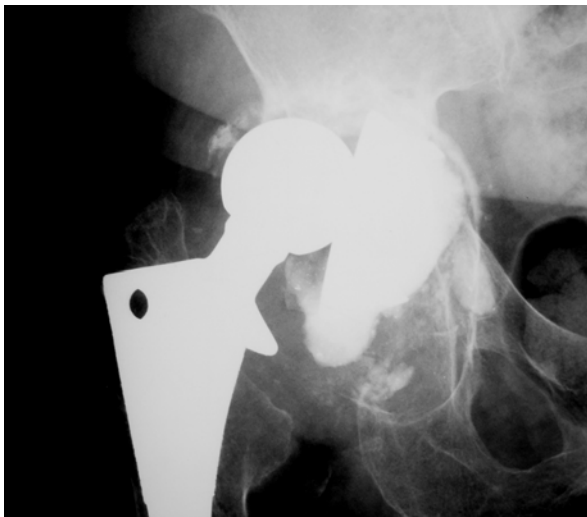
Radiografia pré-operatória mostrando a soltura da prótese com severa deficiência acetabular, tipo IV de D'Antonio *et al.*
